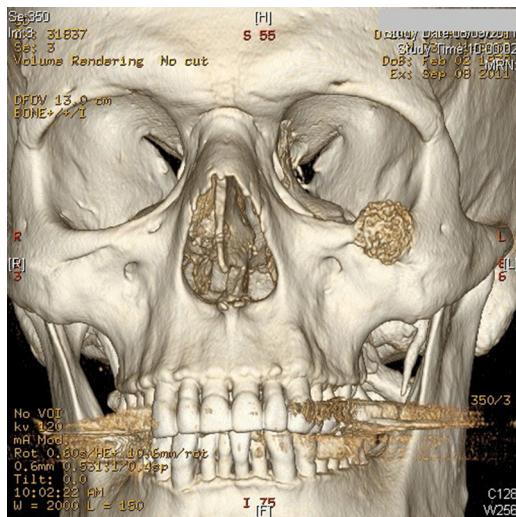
TC preoperatoria.
